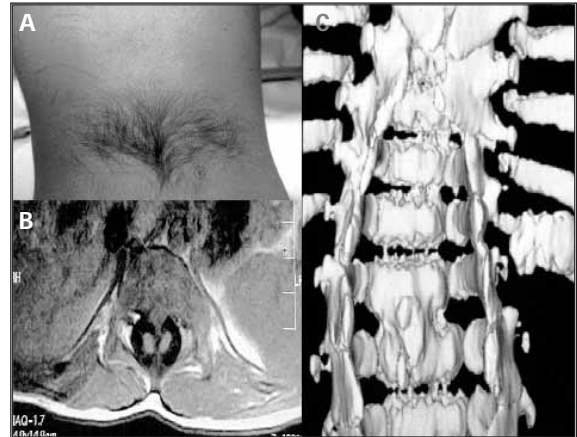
A: estigma cutáneo. B: RMN espolón óseo y diplomielia. C: Tac 3D raquisquisis y espolón.
